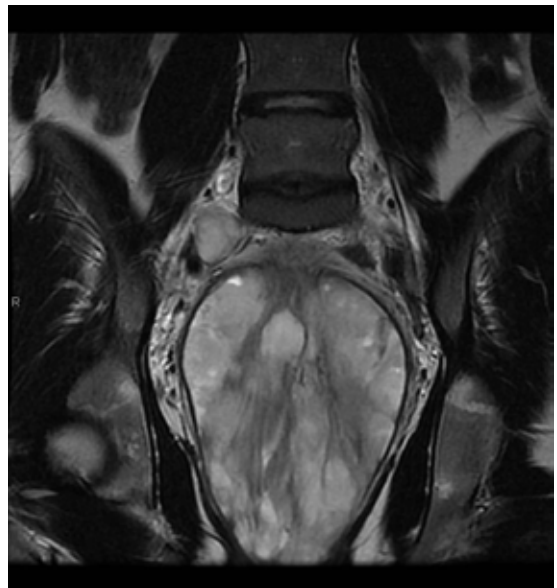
Imagen de RM corte coronal con masa cervical de 145x88x100 mm que infiltra tercio inferior uterino.
